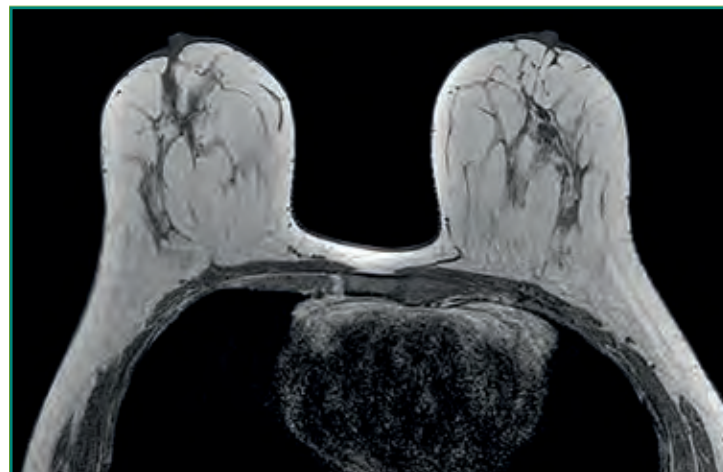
RM de mama normal: secuencias axiales T1.
